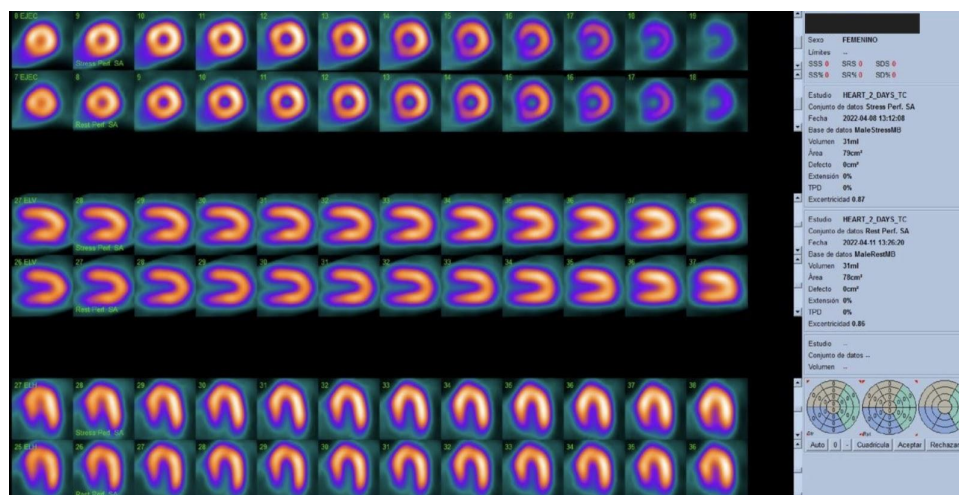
Centellograma de perfusión miocárdica con ^{99m}Tc -MIBI. Representación de los tres cortes del SPECT de un estudio normal. De arriba hacia abajo: eje corto, eje largo vertical y eje largo horizontal. En cada corte se representa en la imagen superior el estudio en condiciones de estrés y en la inferior el reposo. Fuente: Cortesía del Centro de Medicina Nuclear, Hospital de Clínicas.
